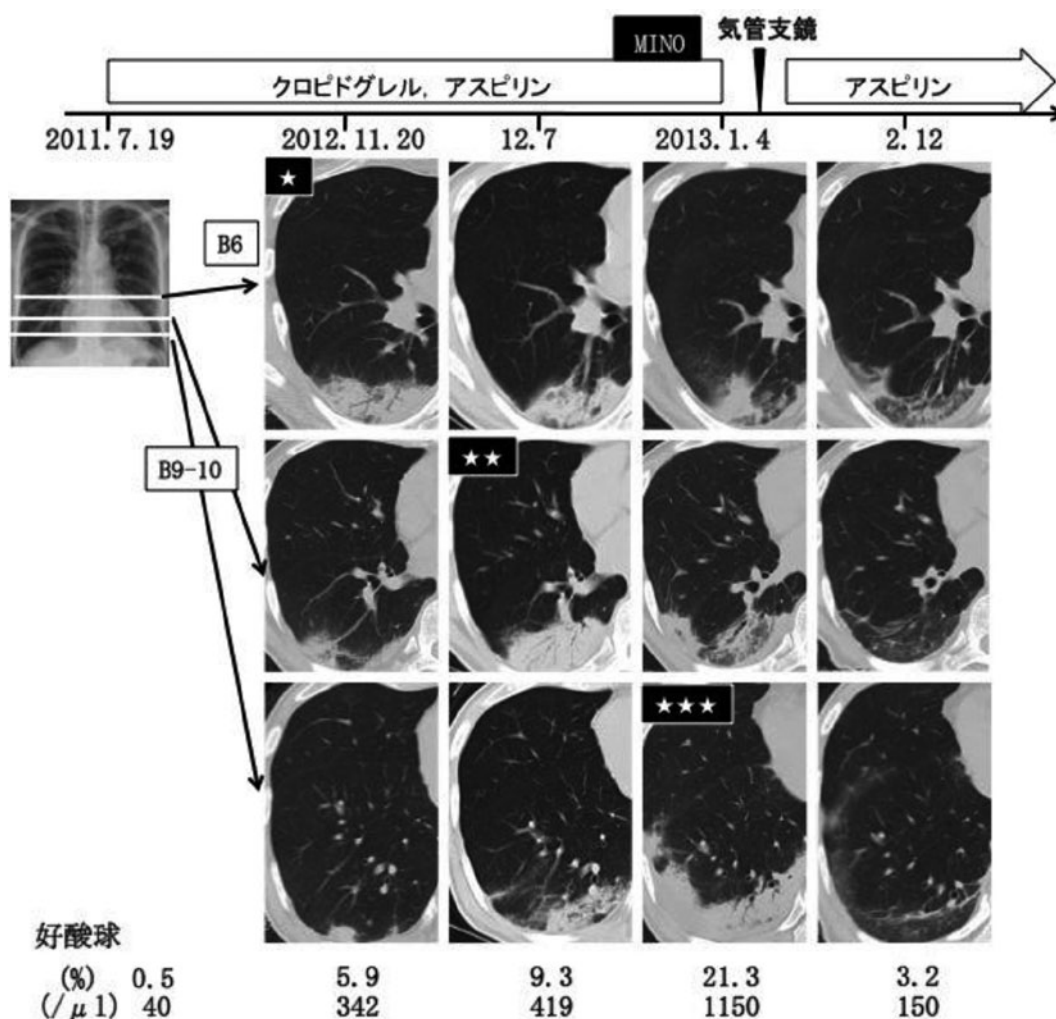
臨床経過. ①2012年9月, ②11月, ③2013年1月, ④2月と4回CTを実施. クロピドグレル中止までの①~③の経過で浸潤影は右下葉S⁶からS⁹~S¹⁰へと★→★★→★★★の向きに移動(wandering)している. クロピドグレル中止後は浸潤影が消退している. MINO: minocycline (ミノサイクリン).
